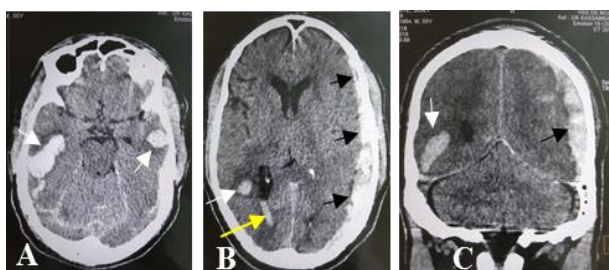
TDM cérébrale chez un homme âgé de 55 ans. Coupes axiales (A et B) et reconstruction coronale (C) montrant une association lésionnelle: hématomas intra-parenchymateux au niveau temporal bilatéral et occipital droit avec un œdème péri lésionnel (flèches blanches), hématome sousdural aigu hémisphérique gauche (flèches noires) et une hémorragie ventriculaire au niveau de la corne occipitale droite (flèche jaune).
